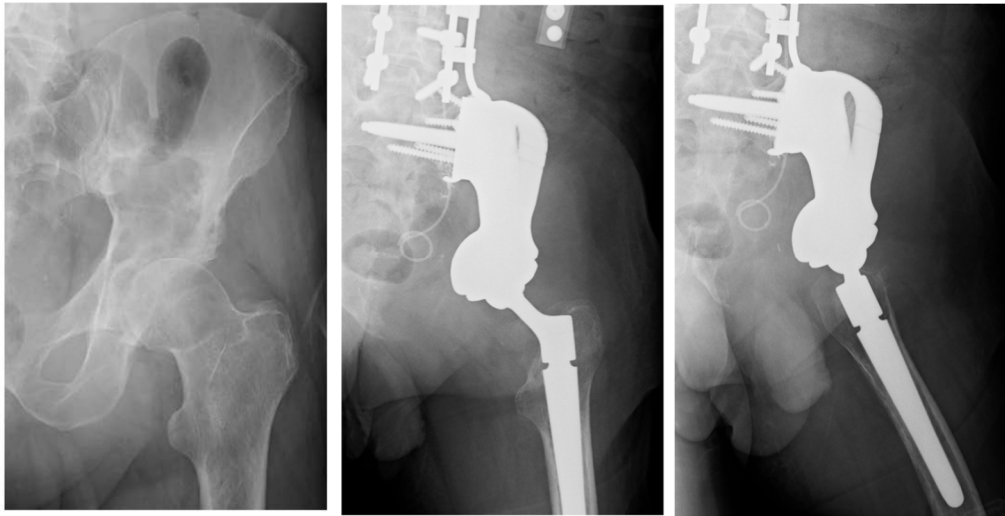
Immagini radiografiche preoperatorie e all'ultimo follow-up.
